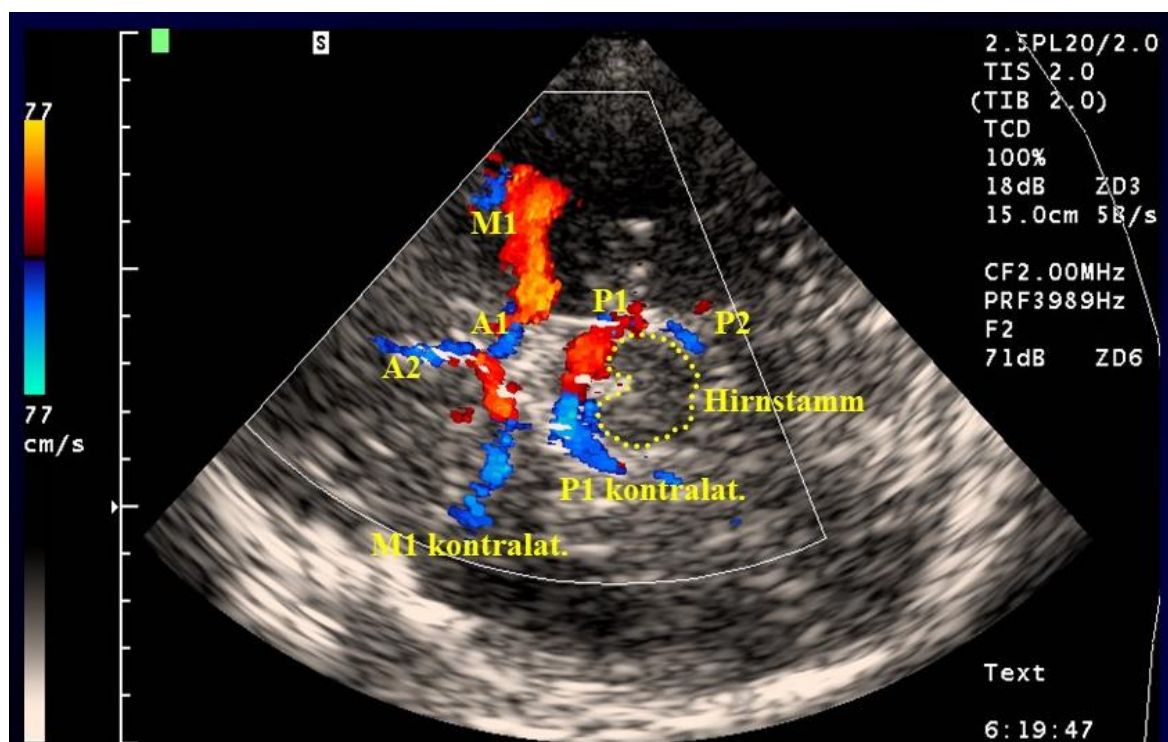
Transtemporale Beschallung des Circulus Willisii mittels Duplexsonographie. M1 = Mediahauptstamm; A1 = proximales Segment der A. cerebri anterior, A2 = distal des ramus communicans anterior gelegenes Segment der A. cerebri anterior, P1 = proximales, auf die Schallsonde zufließendes Segment der A. cerebri posterior, P2 = distales, von der Schallsonde wegfließendes Segment der A. cerebri posterior
